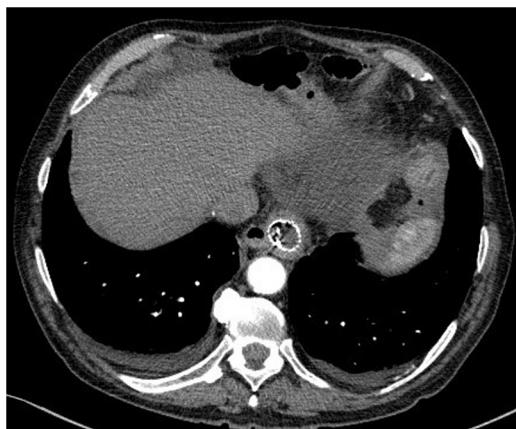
Imagen de TC del reingreso: corte axial donde se visualiza esófago contenido prótesis en su interior a nivel de tórax inferior, sin visualizarse sangrado activo.
